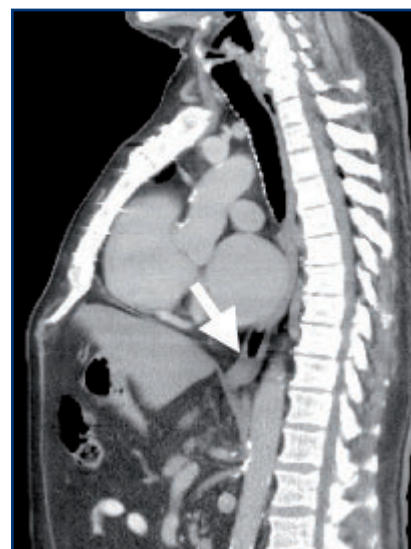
CT mit Darstellung des Tumors (Pfeil) und den anatomischen Veränderungen bedingt durch die Vorerkrankungen (Herzgröße und -konfiguration)
